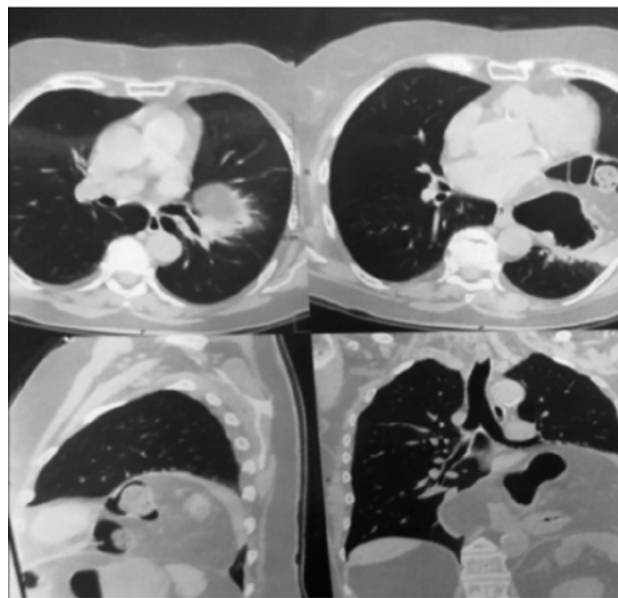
КТ-признаки гигантской грыжи пищеводного отверстия диафрагмы
